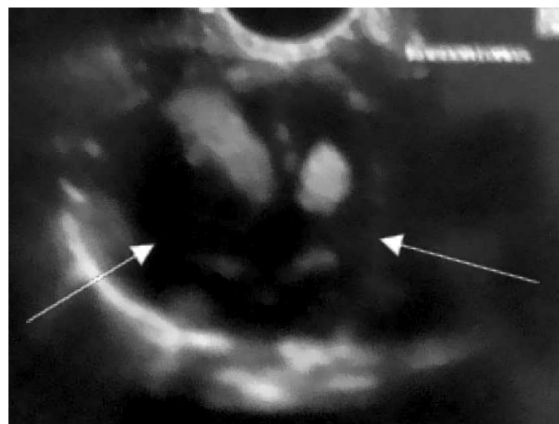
Ecocardiograma postnatal, imagen de 4 cámaras, rhabdomiomas múltiples de gran tamaño, flechas.
